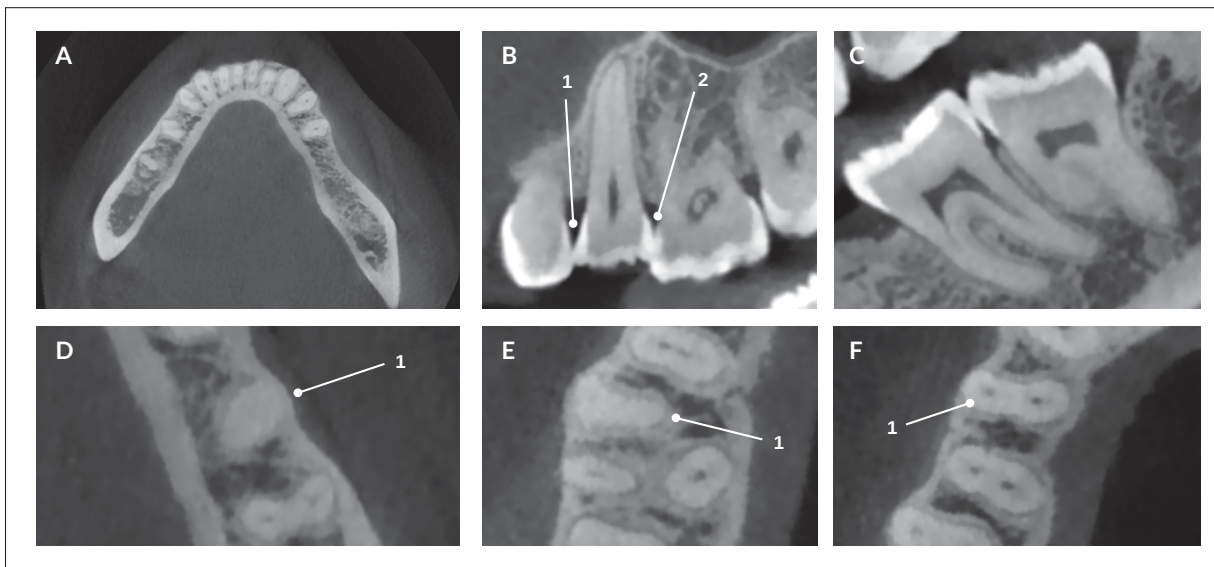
Difficultés de segmentation en imagerie maxillo-faciale *Cone Beam CT*. (A) La frontière entre la racine dentaire et le parodonte est mal définie pour cette mandibule, ce qui rend difficile la distinction avec l'os alvéolaire. (B) Les contacts dentaires (1,2) entre une prémolaire et ses dents voisines empêchent la distinction des frontières d'une partie de la couronne. (C) La morphologie d'une molaire inférieure diffère de celle des autres types dentaires, et même des molaires supérieures. (D) Absence du canal radiculaire (1) dans une prémolaire inférieure. (E) Absence d'un canal radiculaire (1) dans une des racines d'une molaire supérieure. (F) Configuration à deux canaux au niveau de cette prémolaire mono-radiculée.
